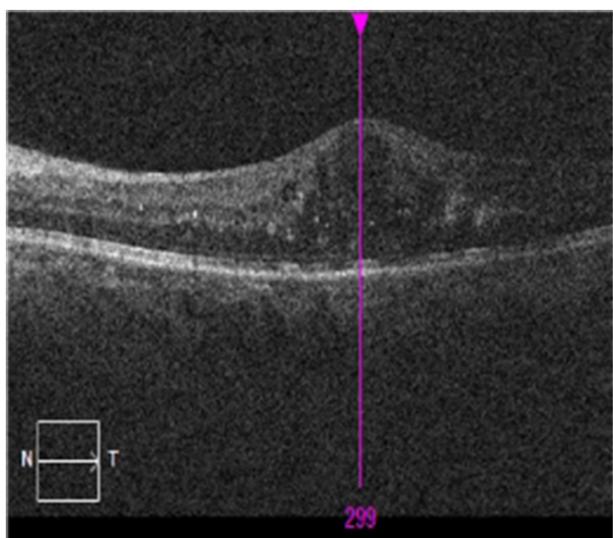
Результаты оптической когерентной томографии сетчатки через 1 месяц после интравитреального введения имплантата дексаметазона
